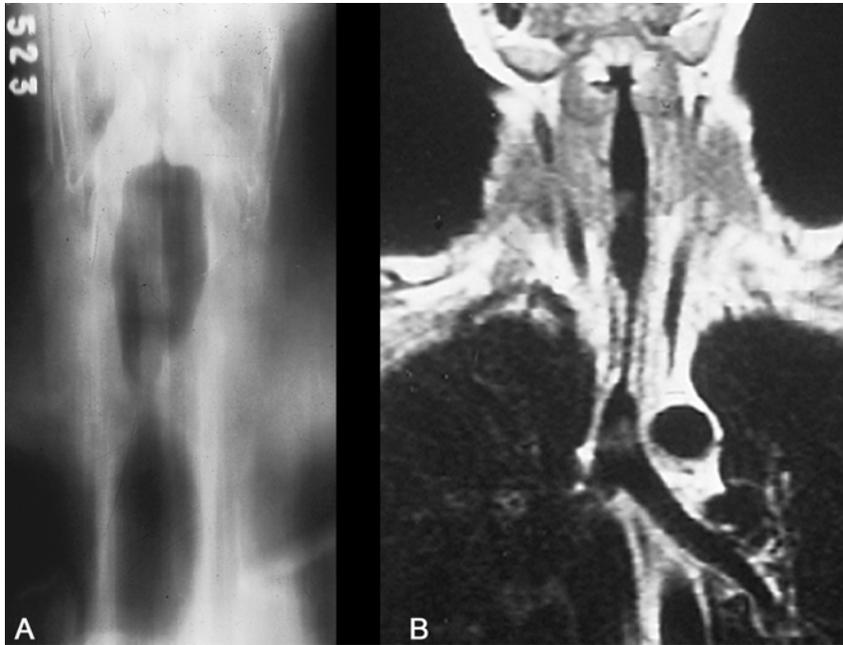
Traqueograma com estenose no 1/3 médio. b) Corte coronal da ressonância com estenose no 1/3 distal.
